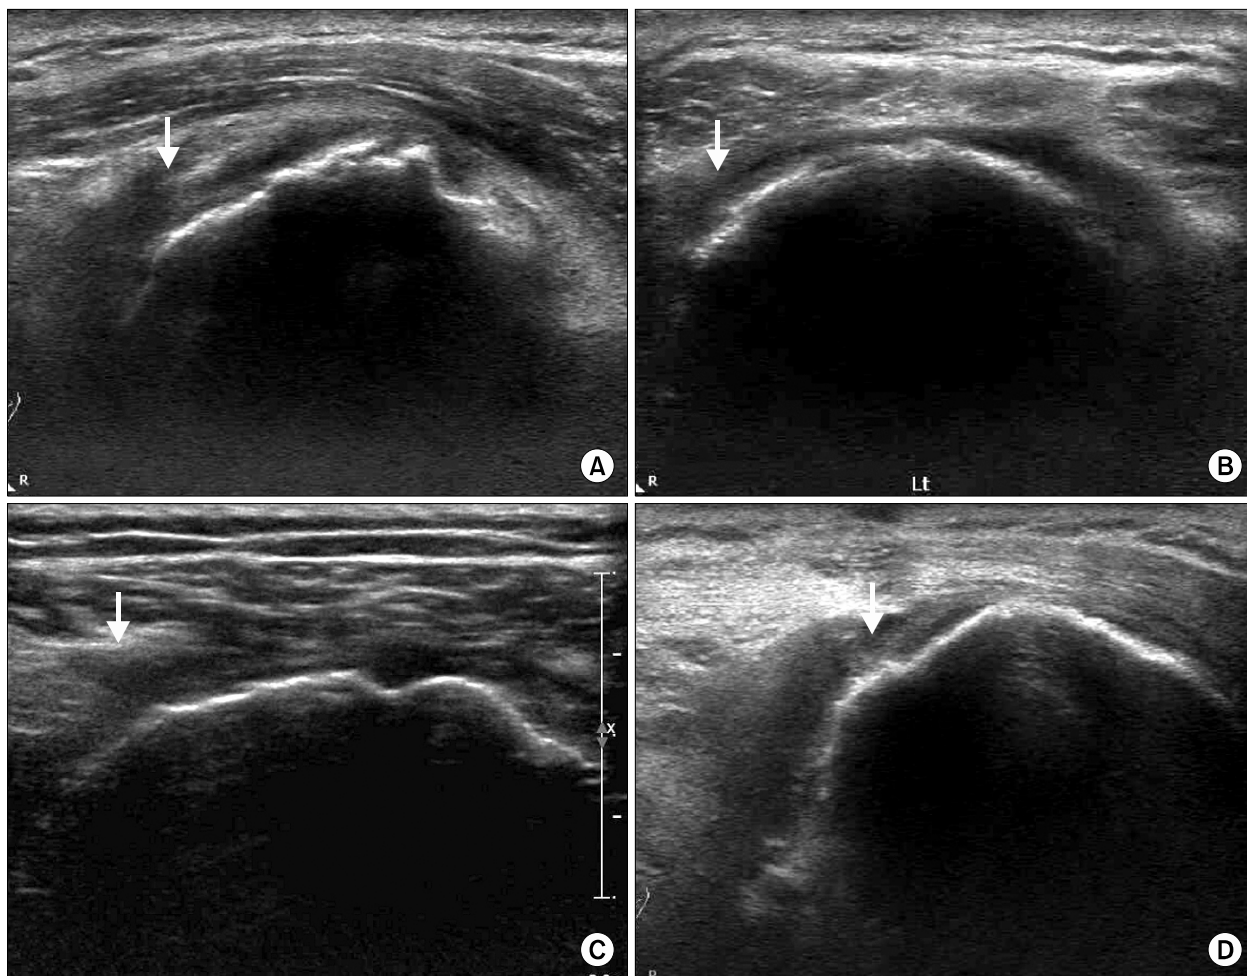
Supraspinatus long axis view in ultrasonographic evaluation for massive tear. (A) Preoperative USG reveals rotator cuff massive tear. (B) Postoperative 6 months follow up USG of tendon to tendon repair revealed reteared rotator cuff. (C) Preoperative USG reveals rotator cuff massive tear. (D) Postoperative 6 months follow up USG of tendon to tendon repair revealed remained gap. Arrow in figure A, B, C: stump of rotator cuff tear. Arrow in figure D: remained gap.
